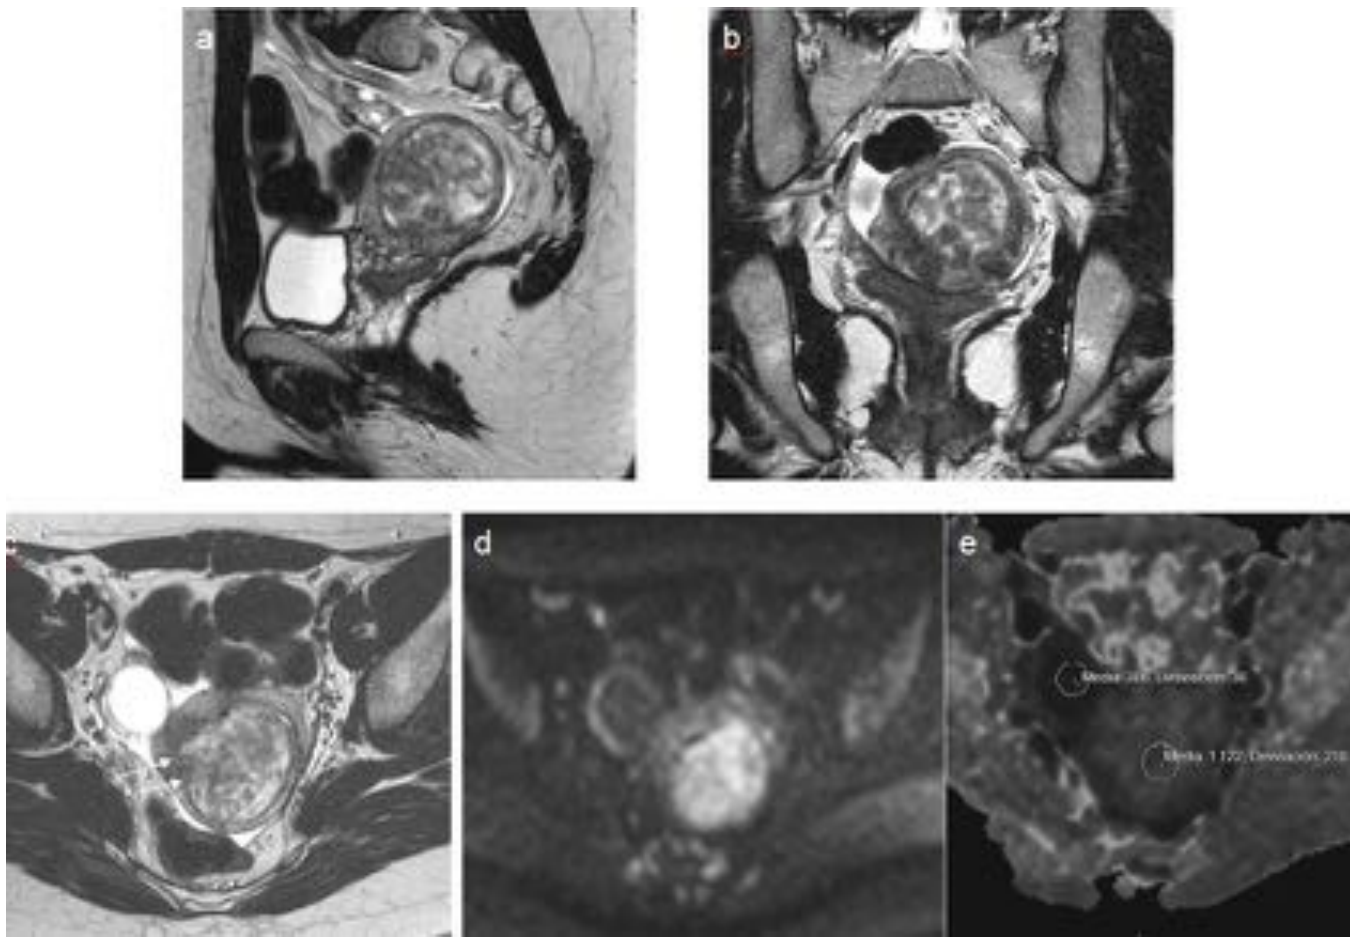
Fig 2. Caso 1. 23 años, miomectomía a los 20 años. Metrorragias. RM pélvica: T2 sagital (a), coronal (b), axial (c) difusión b1000 (d), masa submucosa señal heterogénea con áreas hiperintensas e hipointensas. T2 axial, mala definición con miometrio adyacente (flechas). Difusión (d) alta señal secundaria a restricción: ADC: $1.1 \times 10^{-3} \text{ mm}^2/\text{s}$ (e) Incidentalmente, quiste ovario derecho, con baja señal en difusión b 1000: ADC: $3 \times 10^{-3} \text{ mm}^2/\text{s}$, confirmando su contenido líquido
